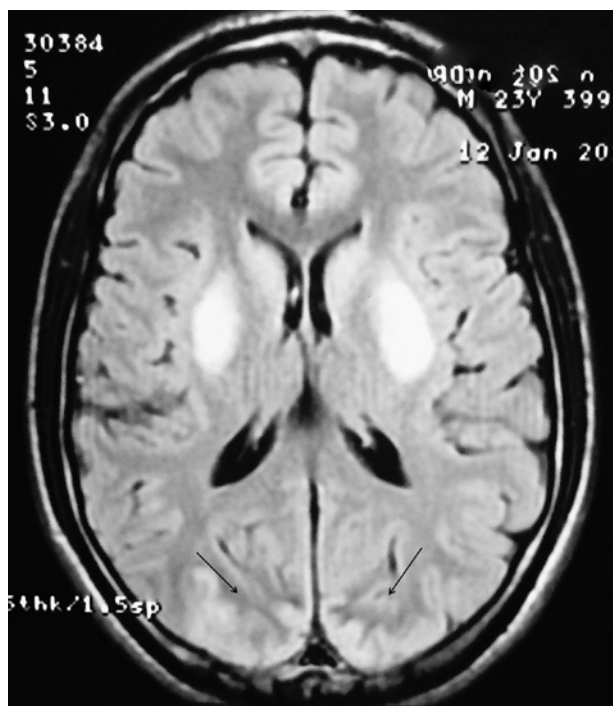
RMN con contraste: lesiones puntiformes en ganglios de la base.
